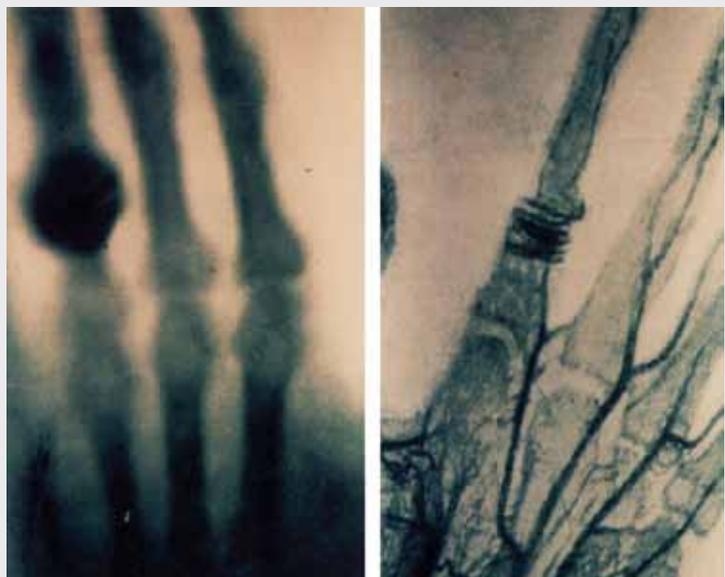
A sinistra l'immagine ai raggi X della mano della signora Röntgen; a destra un'angiografia di una mano
